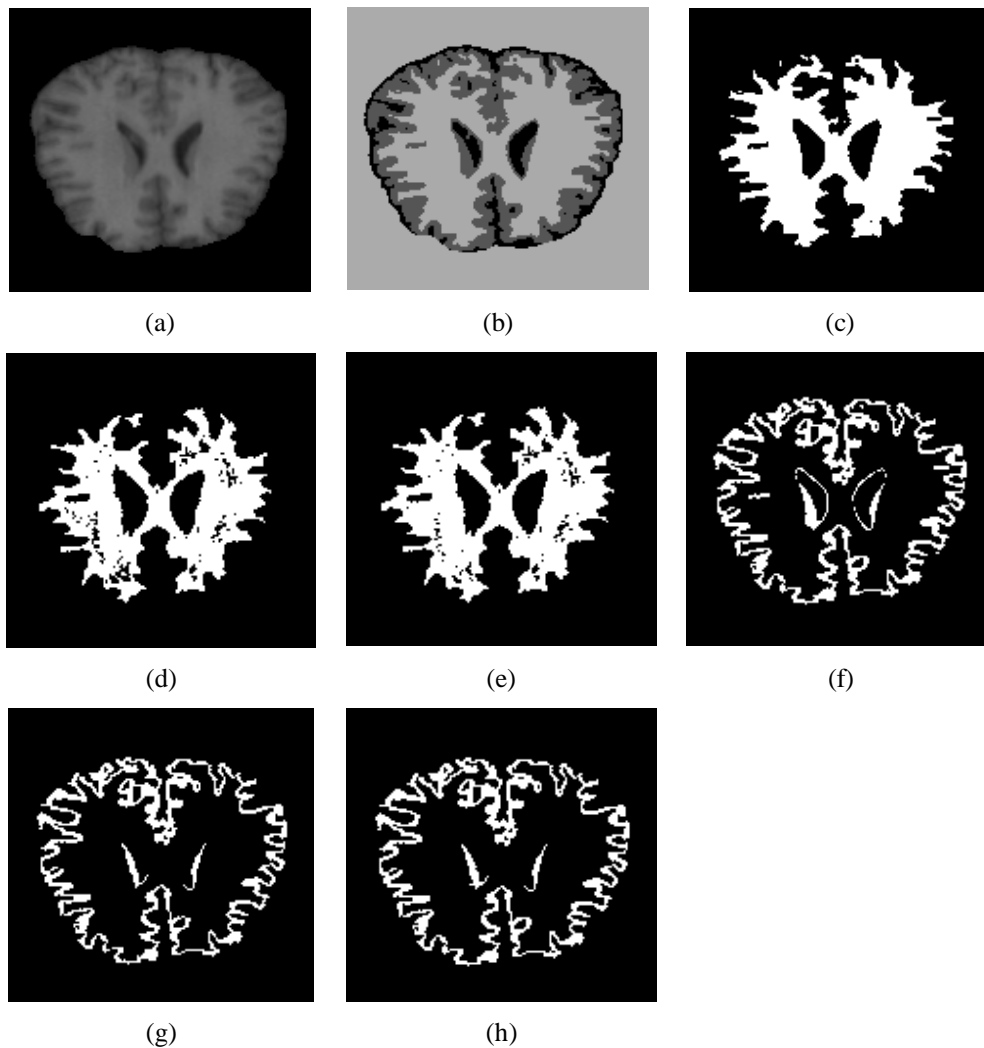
Étapes de la segmentation de l'IRM réelle :
